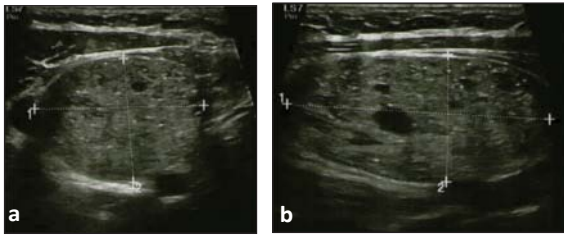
Ecografie – nodul lob drept tiroidian:
